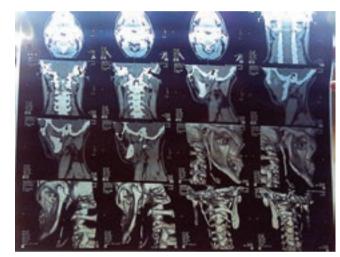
Компьютерная томограмма гипертрофии шиловидного отростка
